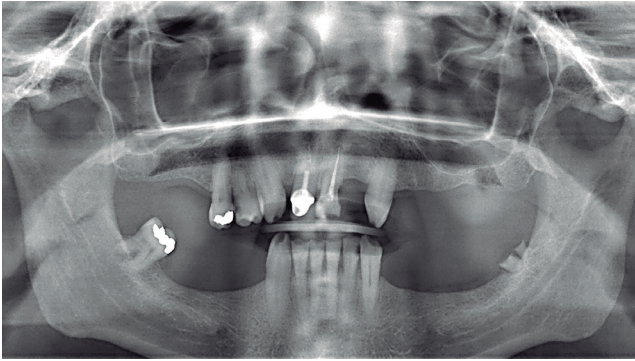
Ortopantomografía en el postoperatorio inmediato.
